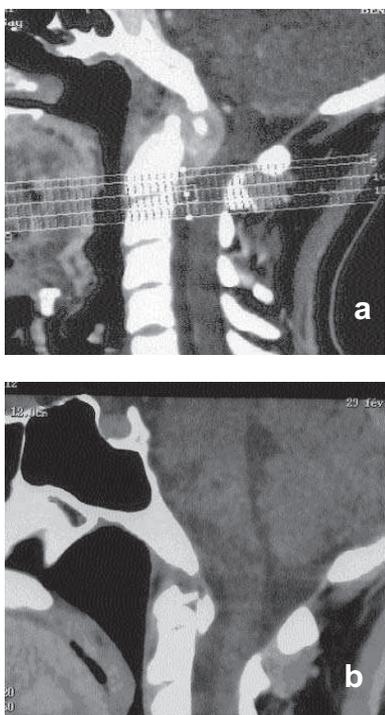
TDM en reconstruction sagittale
